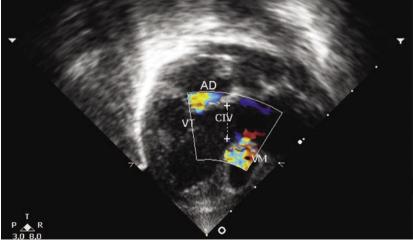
Ecocardiograma fetal (34 semanas), posição de 4 câmaras com valva tricúspide falsamente atrésica e mitral normal
